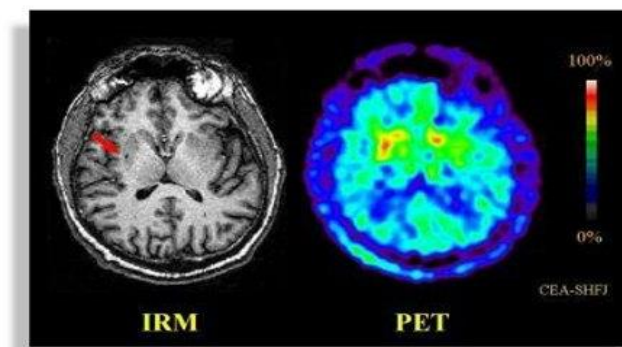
Resonancia magnética (izq.) y tomografía por emisión de positrones (der.)
